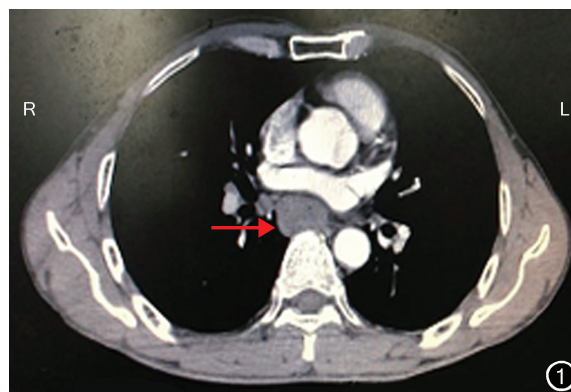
患者胸部增强 CT 检查示胸中-下段食管壁不规则增厚(→),最大截面约 3.0 cm×2.2 cm
